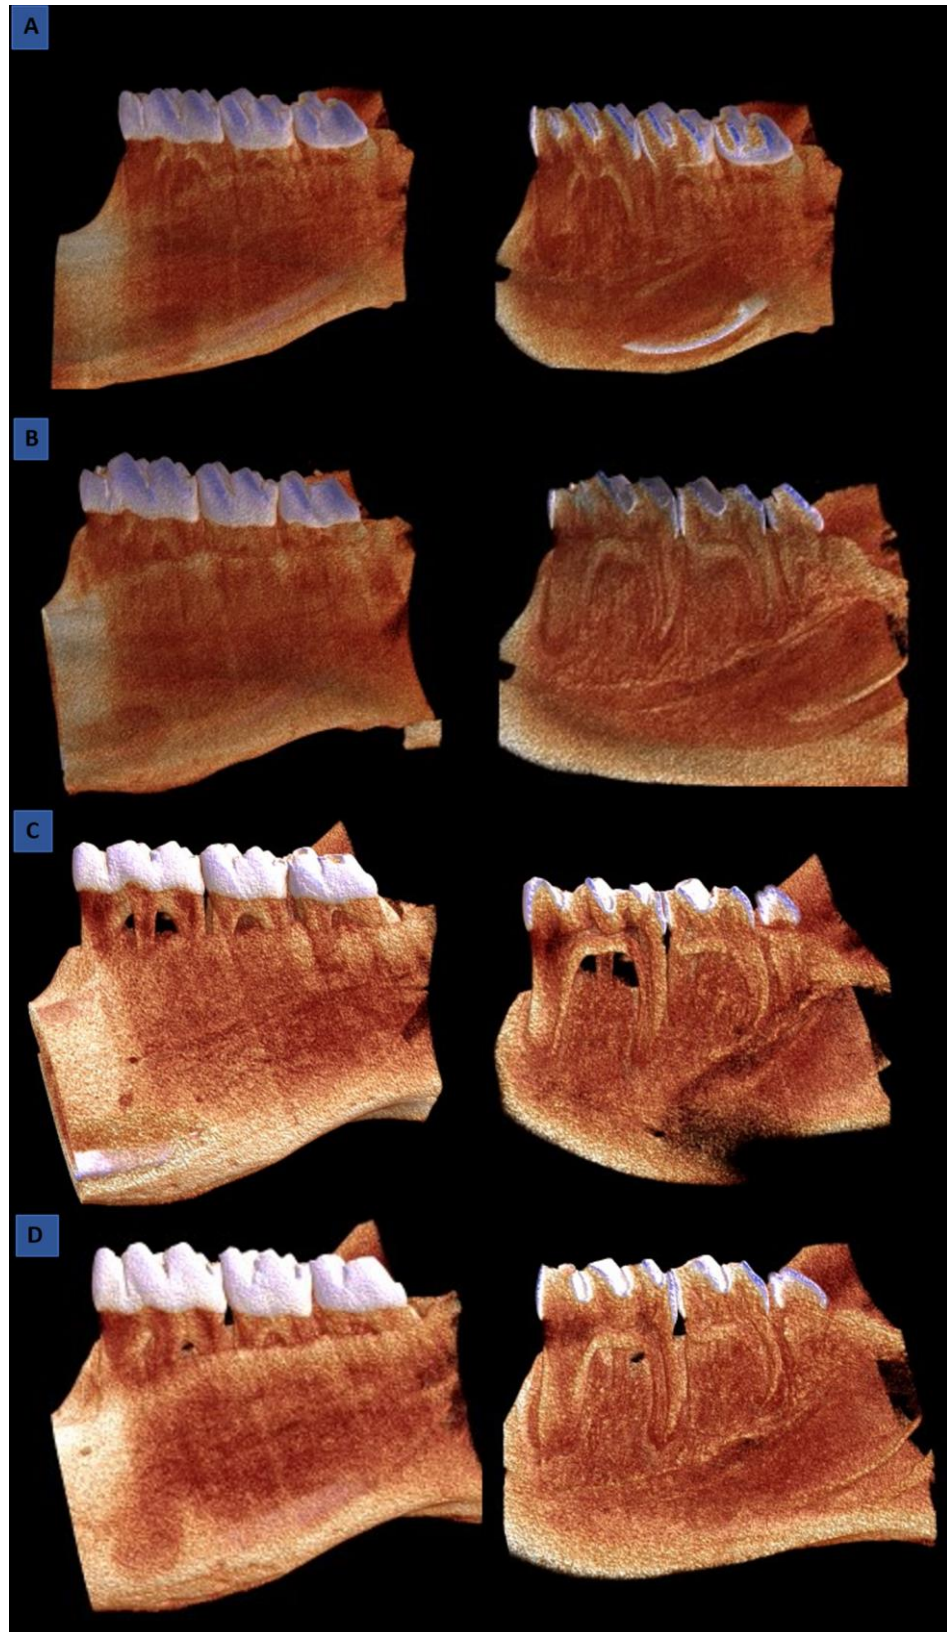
Reconstrução 3D das imagens obtidas na Micro-CT. A) SM; B) SMP; C) SMDP e D) SMDPP. Vista da face vestibular (imagens à esquerda) e Vista da superfície interna - corte sagital (imagens à direita). CTVox® (versão 3.1.0, Bruker, Kontich, Bélgica). Tamanho do pixel = 7,96  $\mu\text{m}$
